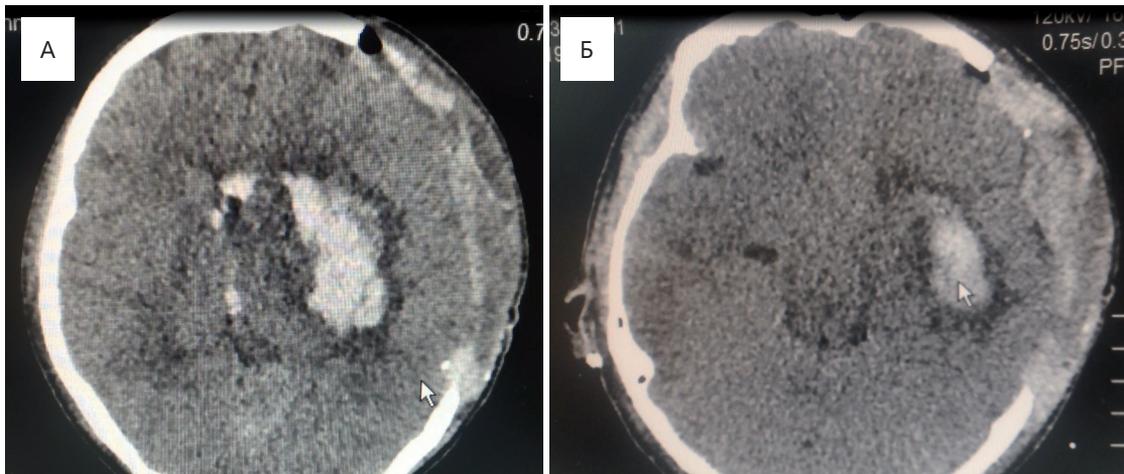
Рис №4. А) 3 сутки после операции. Б) 7 сутки после операции. КТ снимок в аксиальной проекции.
